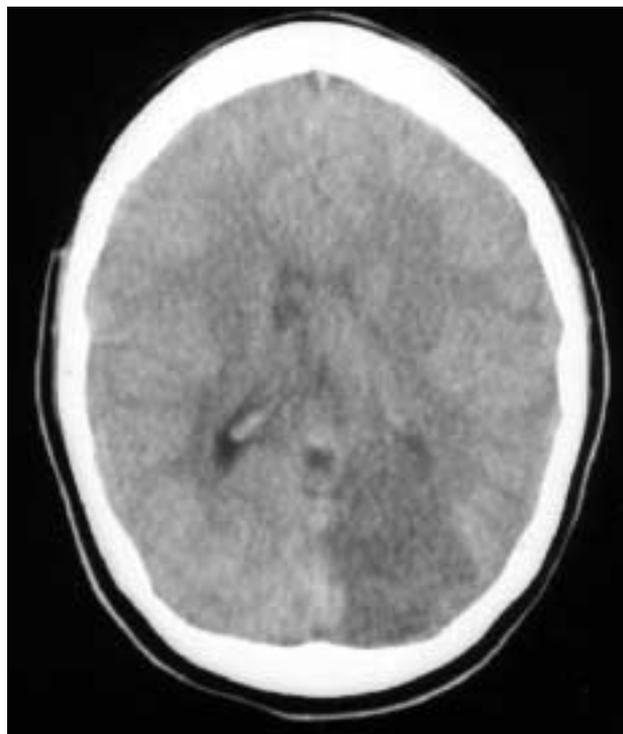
TAC. Hipodensidad parieto occipital izquierda. Lesión en territorio de arteria cerebral posterior izquierda.
